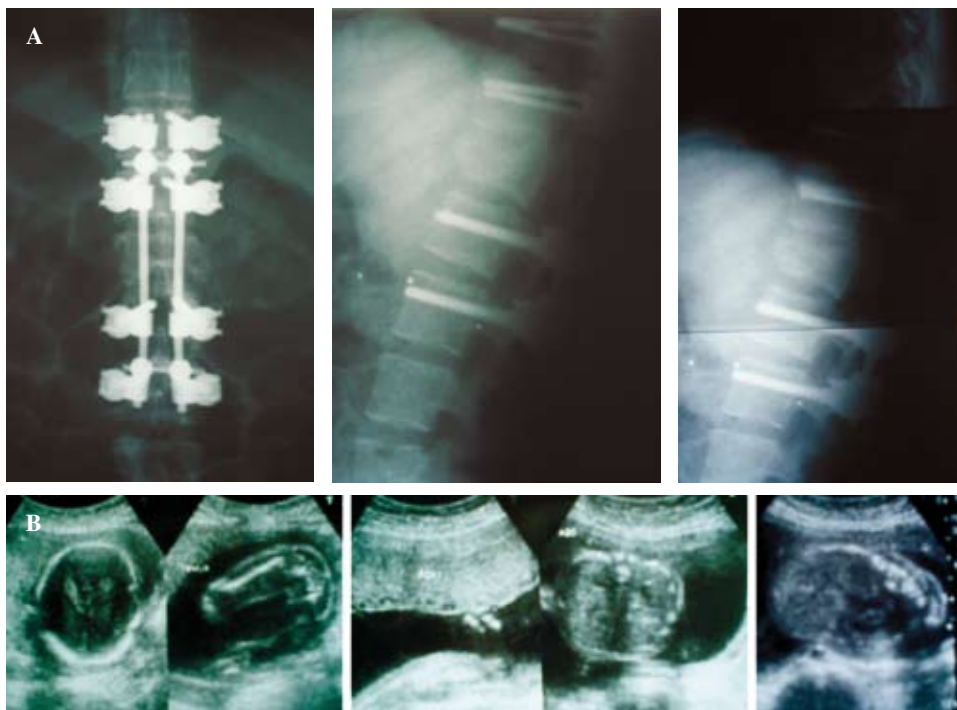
Control radiográfico 10 semanas de postoperatorio. Se observa ahora colapso anterior residual de 40% del cuerpo de L1 con ángulo de segmento de 14°. No se repitieron las proyecciones de mala calidad para no aumentar la dosis de radiación acumulada; (B) Ultrasonido obstétrico 10 semanas posterior al evento quirúrgico. Se corrobora embarazo de 23 semanas de gestación con producto único vivo en situación longitudinal, presentación cefálica, actividad somática y función cardíaca normales, 160 latidos por minuto, normocéfalo, líquido amniótico, cordón umbilical y placenta de características normales (Fuente: Archivo Clínico y Radiográfico del CALRM).
